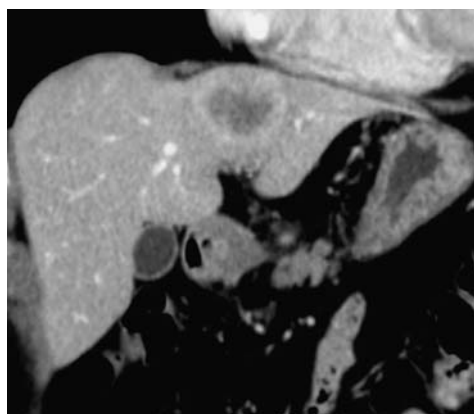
TDM coupes axiales aux temps artériel (A, B) et portal (C) : cholangiocarcinome du foie gauche avec nodules centimétriques périphériques confluents. Prise de contraste progressive de la lésion de la périphérie vers le centre.
